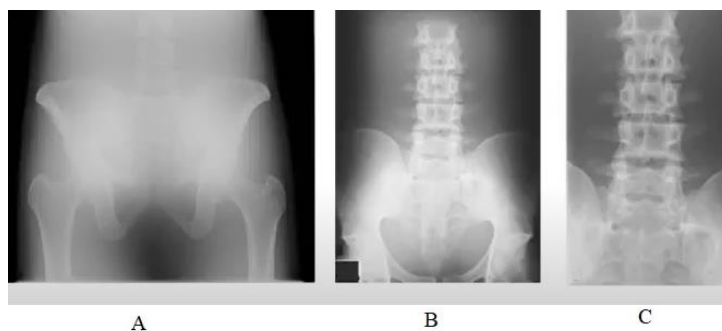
Radiografii de pelvis cu și fără colimare a fasciculului de radiație X [8]
